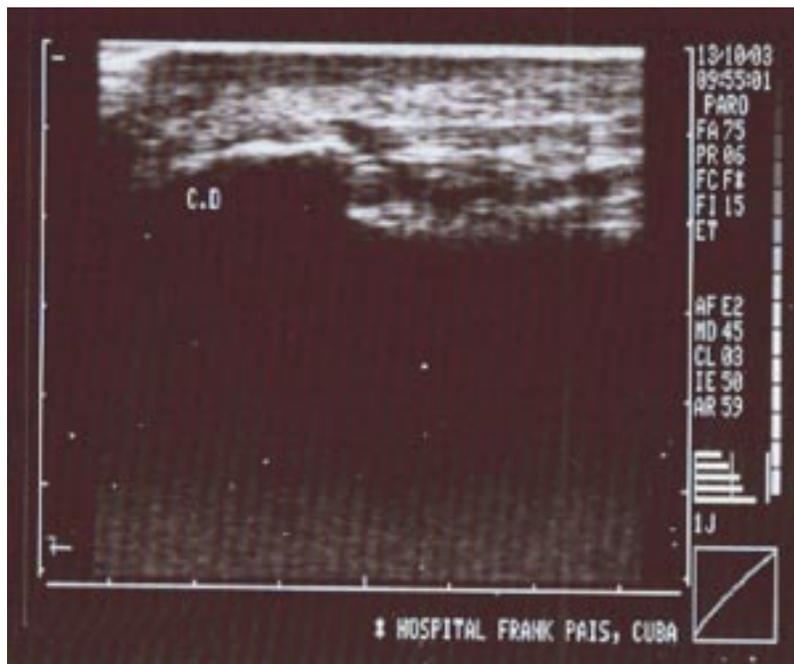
Ecografía después del tratamiento.
